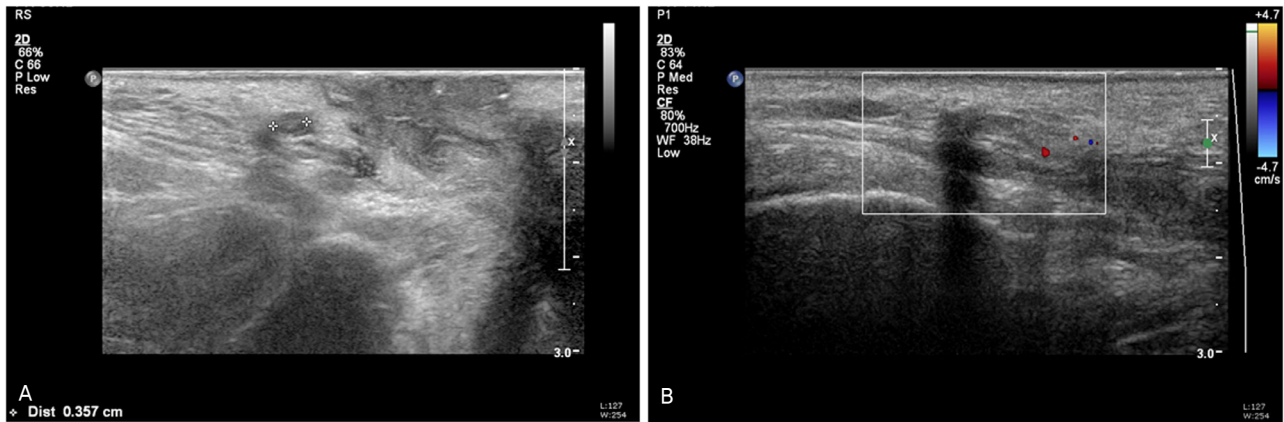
There were translabial ultrasonographic finding during re-operation. (A) There was a nodule at right sided vulva. (B) There was Doppler finding a nodule at right sided vulva.
